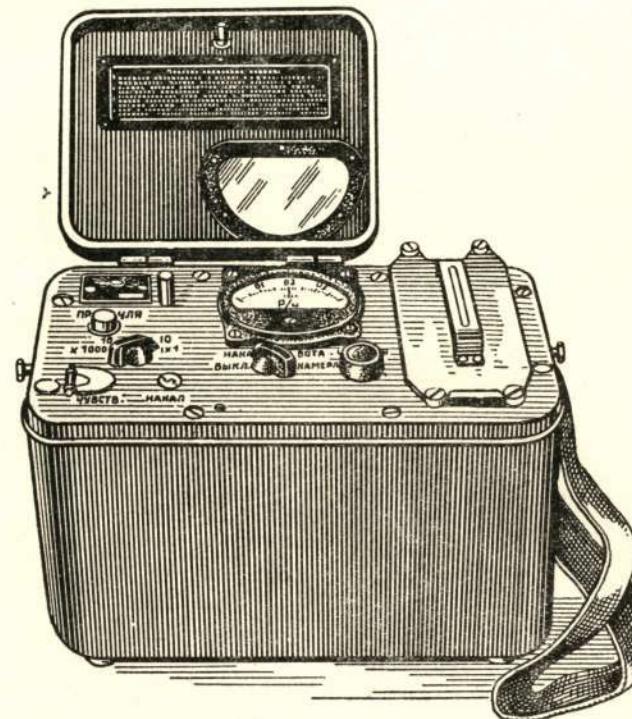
Рентгенометр ДП-1-Б
